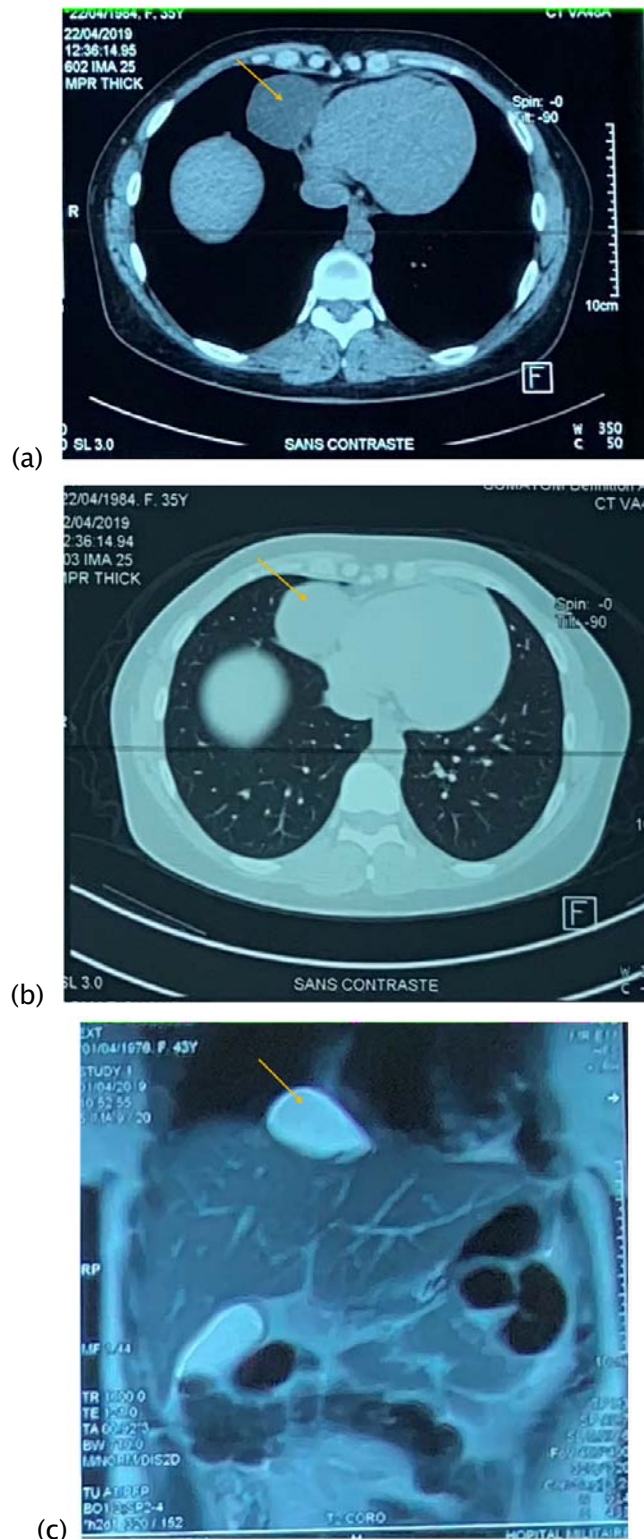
TDM thoracique montrant une masse kystique bien limitée situé au niveau de l'angle cardio-phrénique droit. 6 (a) : fenêtre médiastinale 6 (b) : fenêtre parenchymateuse 6 (c) : reconstruction frontale (face)
